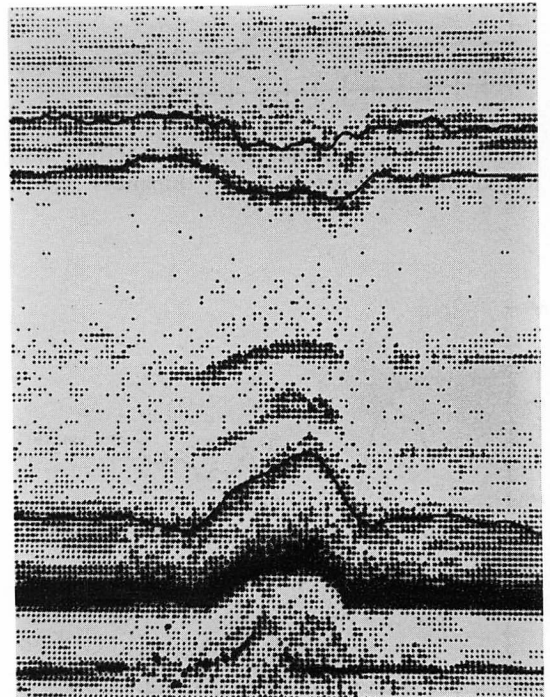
The edges of the left ventricle superimposed on the original M-mode echocardiogram.
